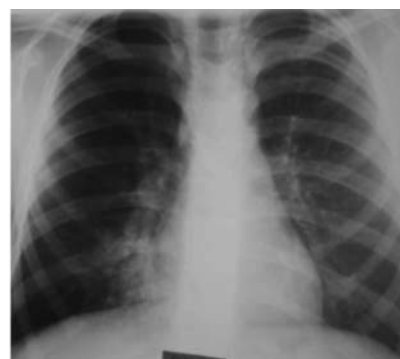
Radiografia cutiei toracice la diferite perioade de timp cu modificări infiltratife persistente pe dreapta mediobazal
